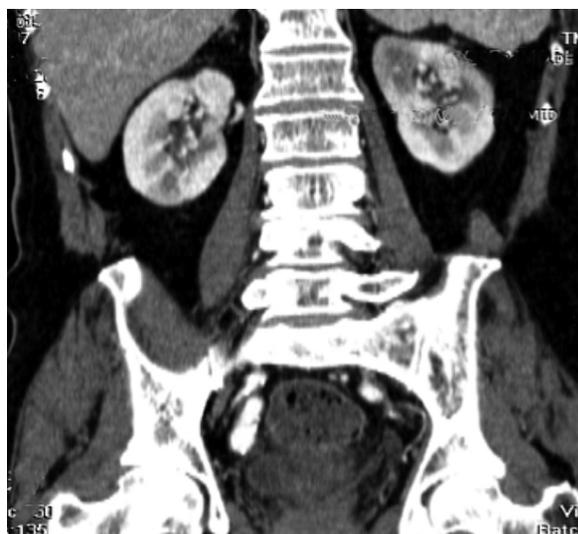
Corte coronal de tomografía abdominal contrastada. Se observa imágenes hipodensas cuneiformes en ambos riñones e imágenes isquémicas corticomedulares en riñón derecho, compatibles con infarto renal bilateral.
